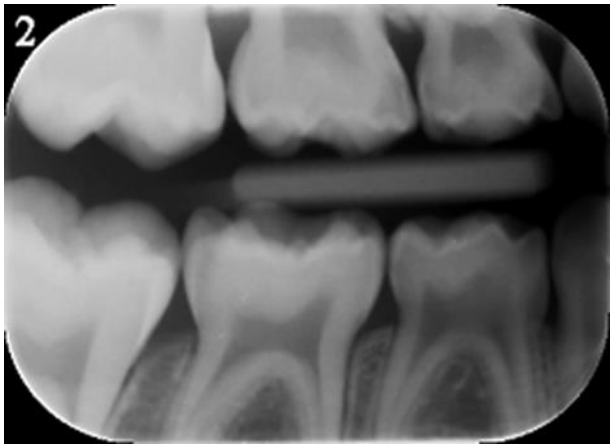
Röntgenbild und DIAGNOcam®-Bild vom Patient Nummer 2.
